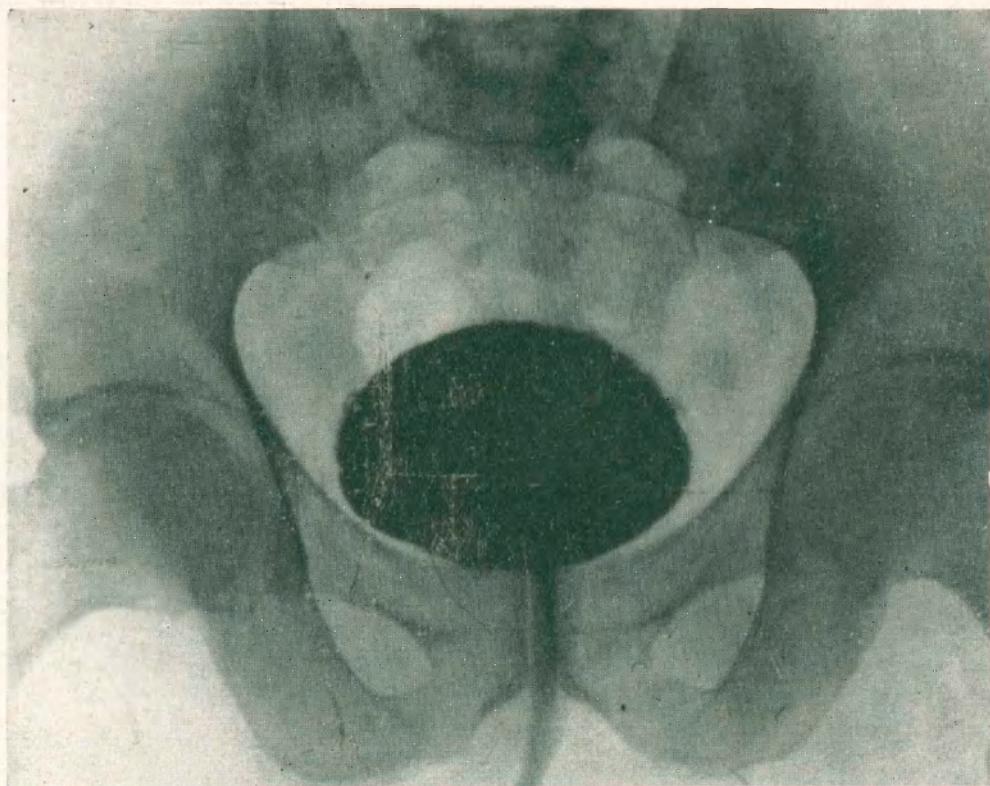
Observación VIII - Radiografía No. 39.354
